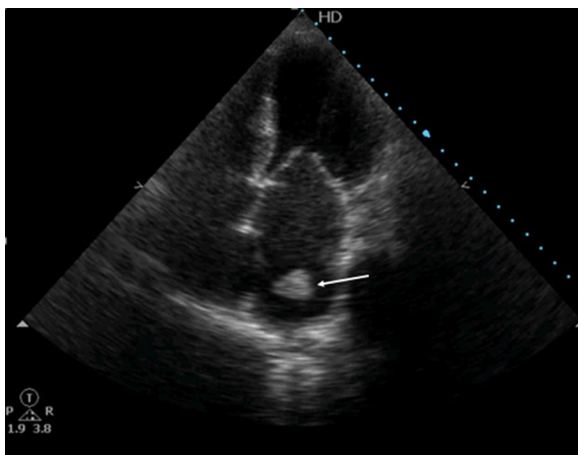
Ecocardiograma transtorácico, apical quatro câmaras: visualização de imagem (seta) ecodensa e extremamente móvel, compatível com trombo, ao nível da aurícula esquerda.
